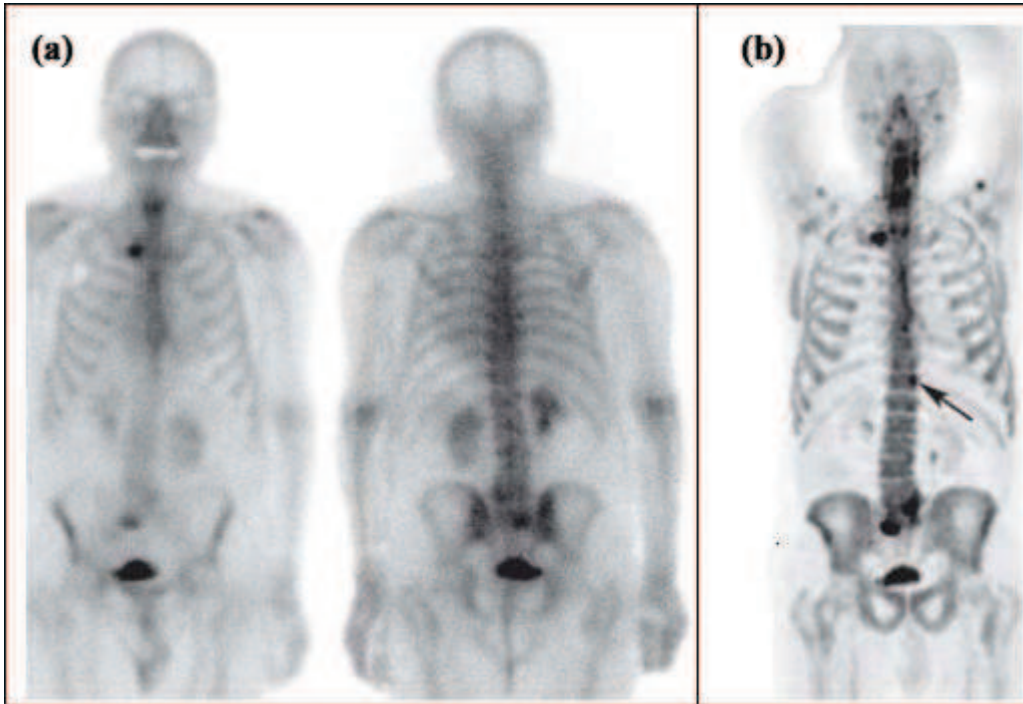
Prostat kanseri bir hastanın kemik sintigrafisi ve MRG görüntüleri [57].
